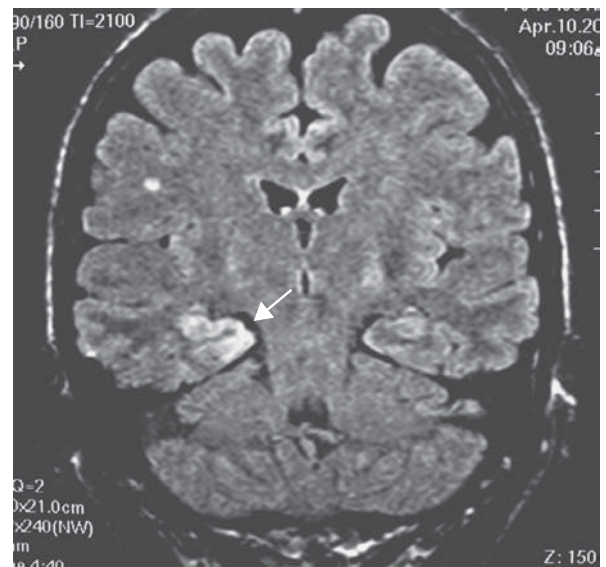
Encefalitis por herpes. Estudio de imágenes por resonancia magnética en un paciente con diagnóstico de encefalitis herpética. Obsérvese la presencia de una lesión hiperintensa en el área temporal derecha (flecha).
